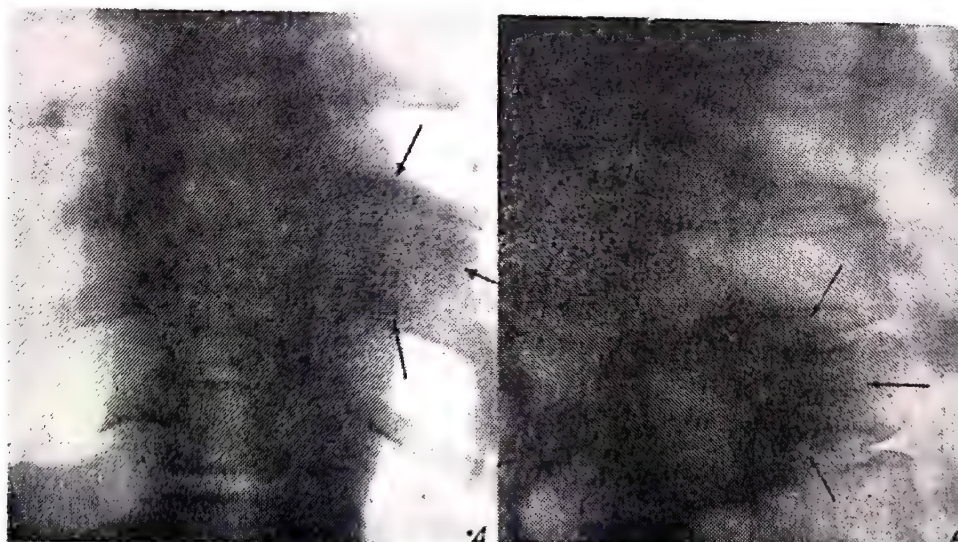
68. — Aspectul radiografic al unei tumori „în bisac” (neurinom) medulovertebromediastinale.
